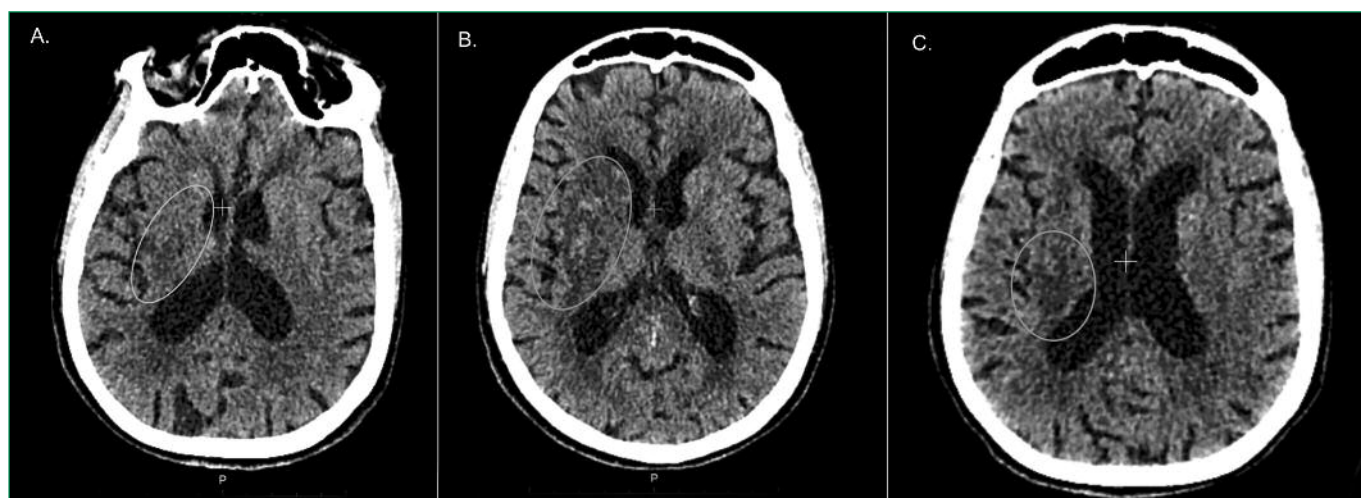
Computer tomography of the brain
